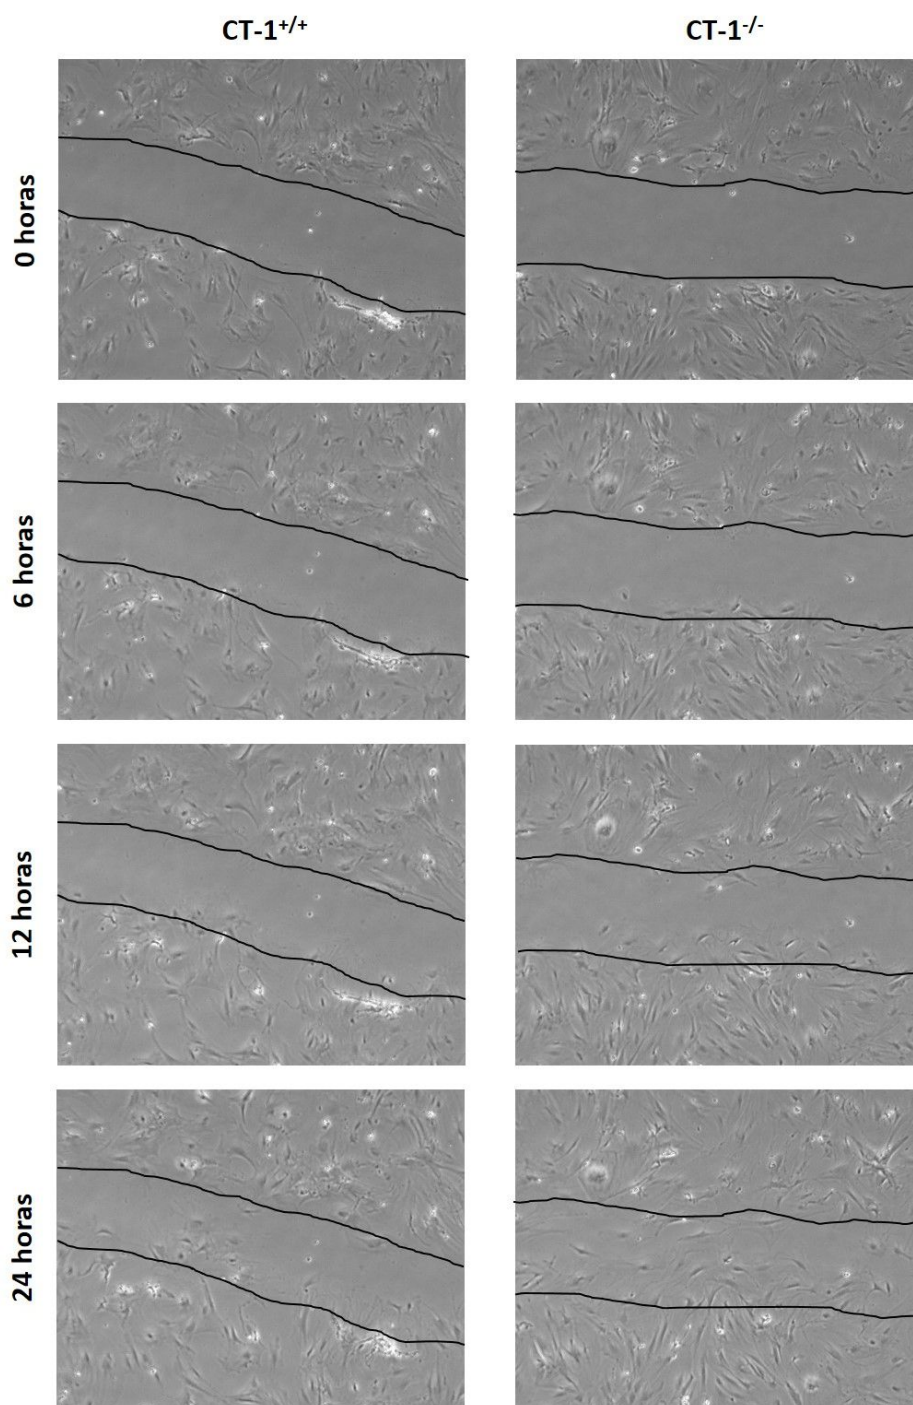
Migración de miofibroblastos renales CT-1^{+/+} y CT-1^{-/-} en el ensayo de cierre de herida. Imágenes representativas tras 0, 6, 12 y 24 horas de la herida en la monocapa de células. Magnificación original: 50X. CT-1: cardiotrofina-1.
